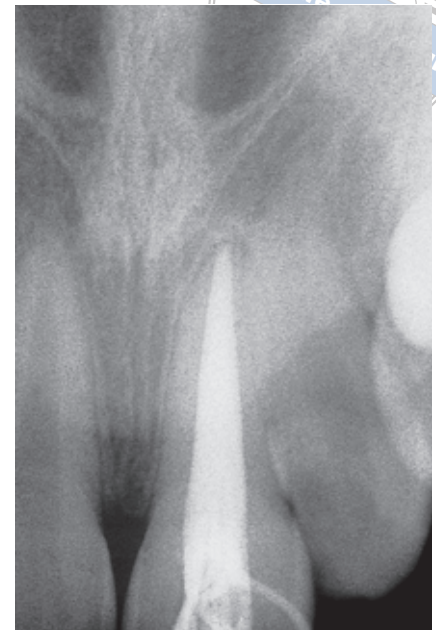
Kontrollröntgenbild unmittelbar nach Wurzelkanalfüllung
